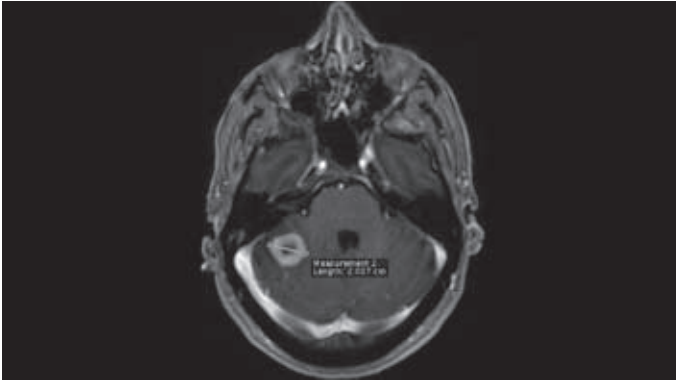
RM de una metástasis de fosa posterior.
